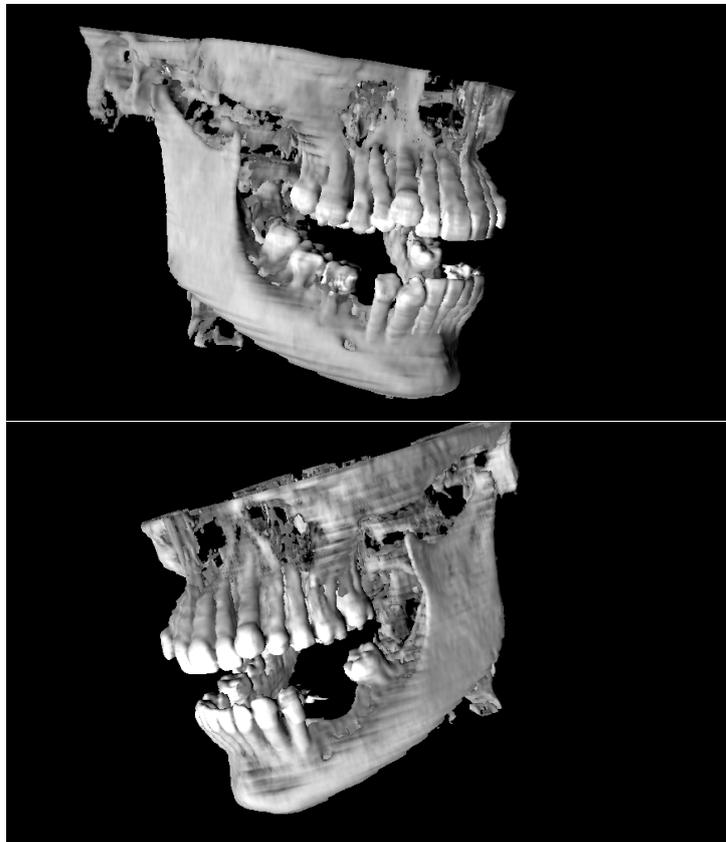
paciente 3 - reconstrução 3D das imagens TC obtidas no sistema *TC Somaton Esprit da Siemens*.
